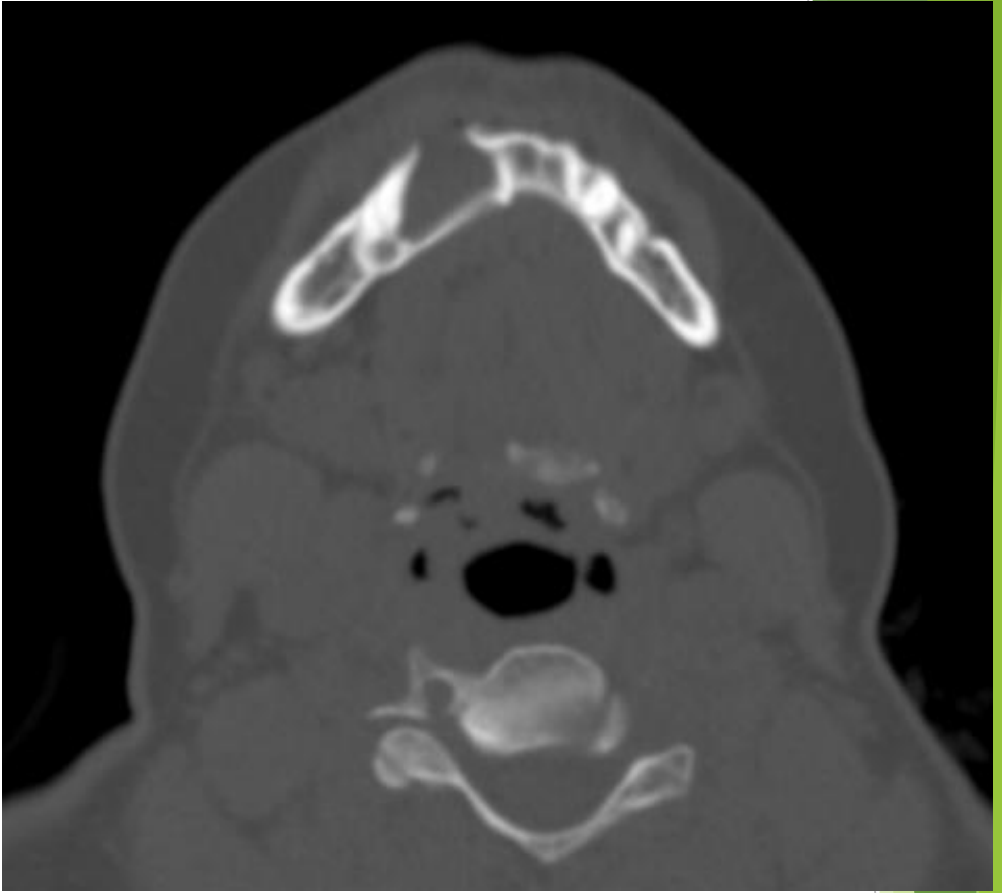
Tomografía computada multidetector (TCMD) sin contraste endovenoso. Imagen lítica expansiva de 36 x 26 mm con solución de continuidad anterior a nivel del maxilar inferior a la altura de la sínfisis.
